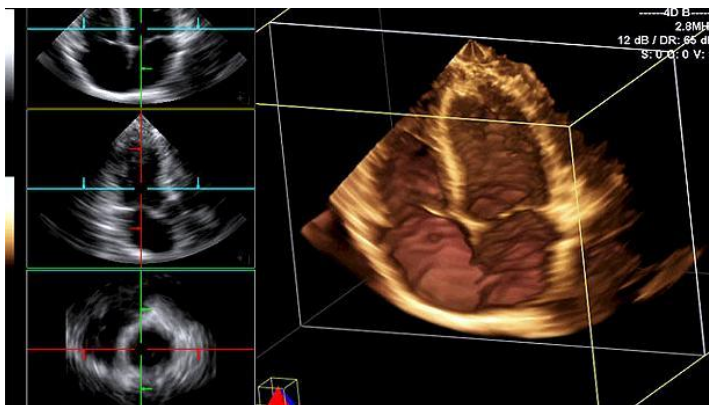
Ecocardiografia tridimensional
